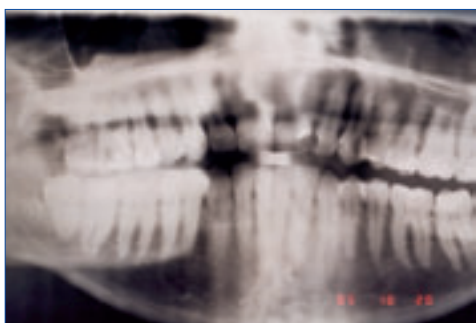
Röntgenaufnahme 16 mit apikalen Aufhellungen, Alter des Patienten: 29 Jahre, männlich
